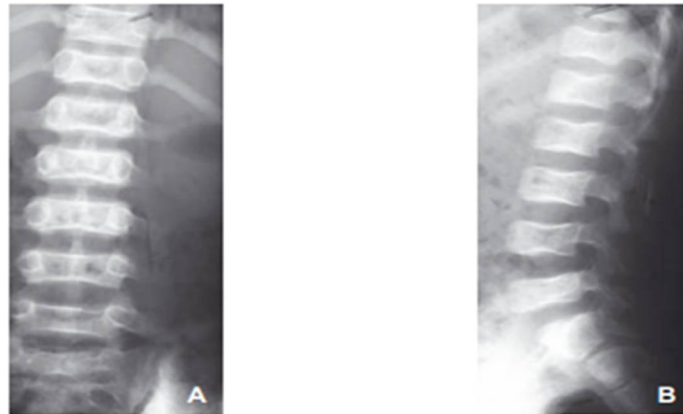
Un enfant drépanocytaire de 14 ans. Radiographies du rachis lombaire de face (A) et de profil (B) : déminéralisation osseuse diffuse, comme en témoigne l'aspect strié des corps vertébraux, associée à une déformation biconcave des corps vertébraux : l'aspect de « vertèbre de poisson ». (38)
